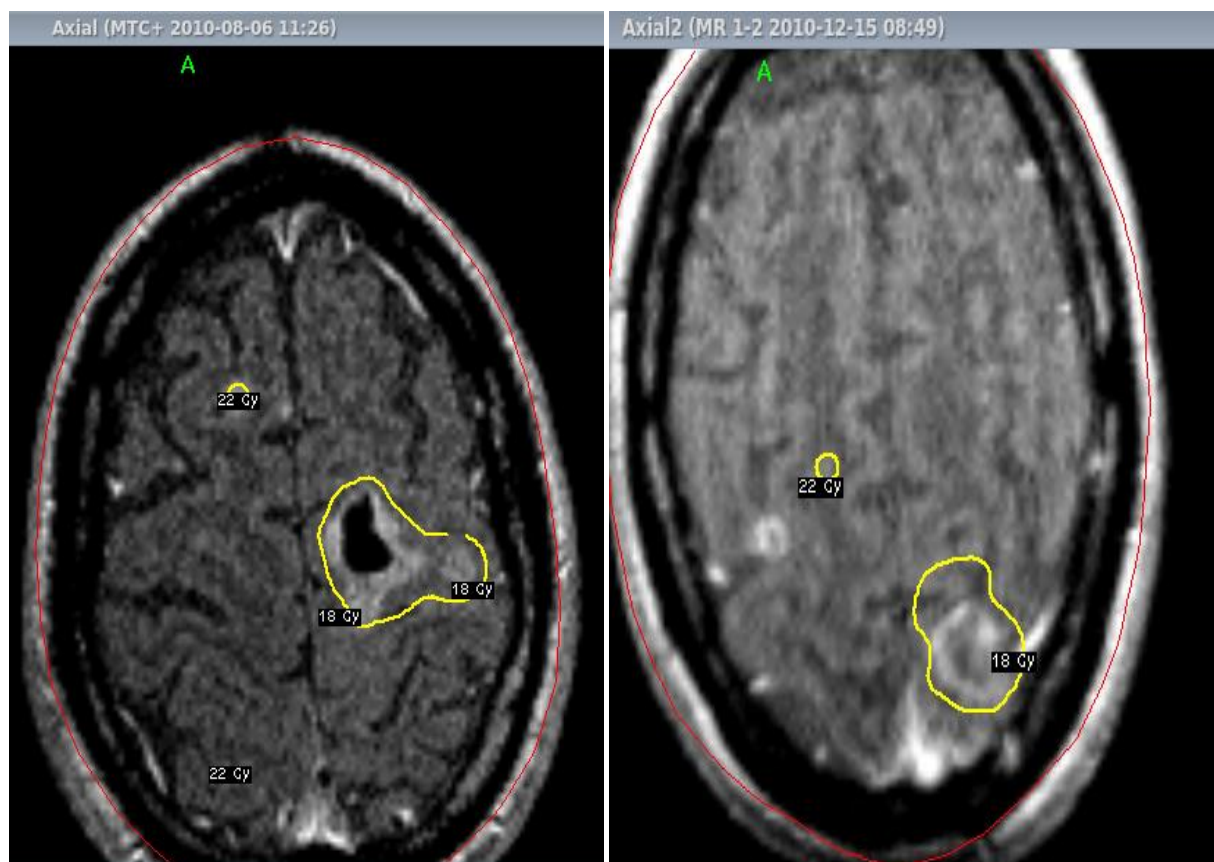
IRM cérébrale, séquence MTC+, coupes transversales : lésion kystique a gauche et lésion nodulaire charnue a droite. (CNRNS à RABAT)
